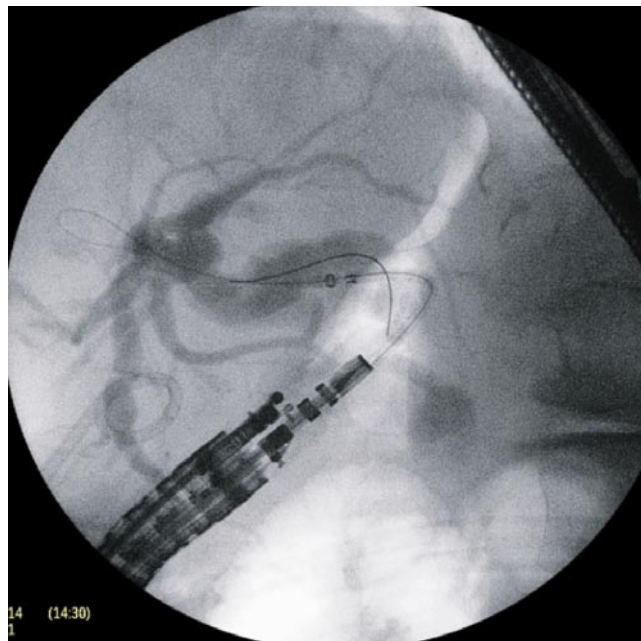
Рентгенограмма в момент проведения доставочного устройства со стентом по струне-проводнику
